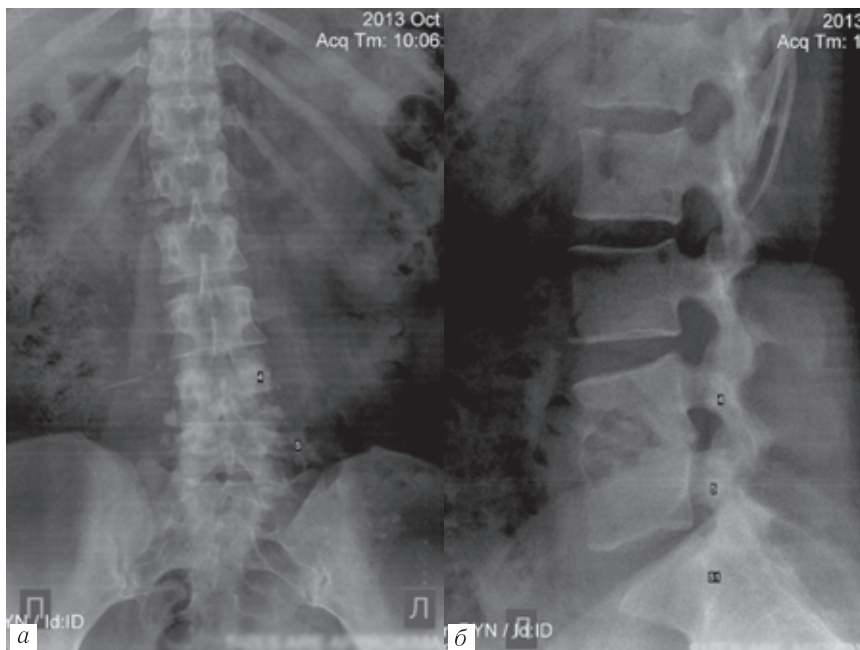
Рентгенография поясничного отдела позвоночника в прямой (а) и левой боковой (б) проекциях
